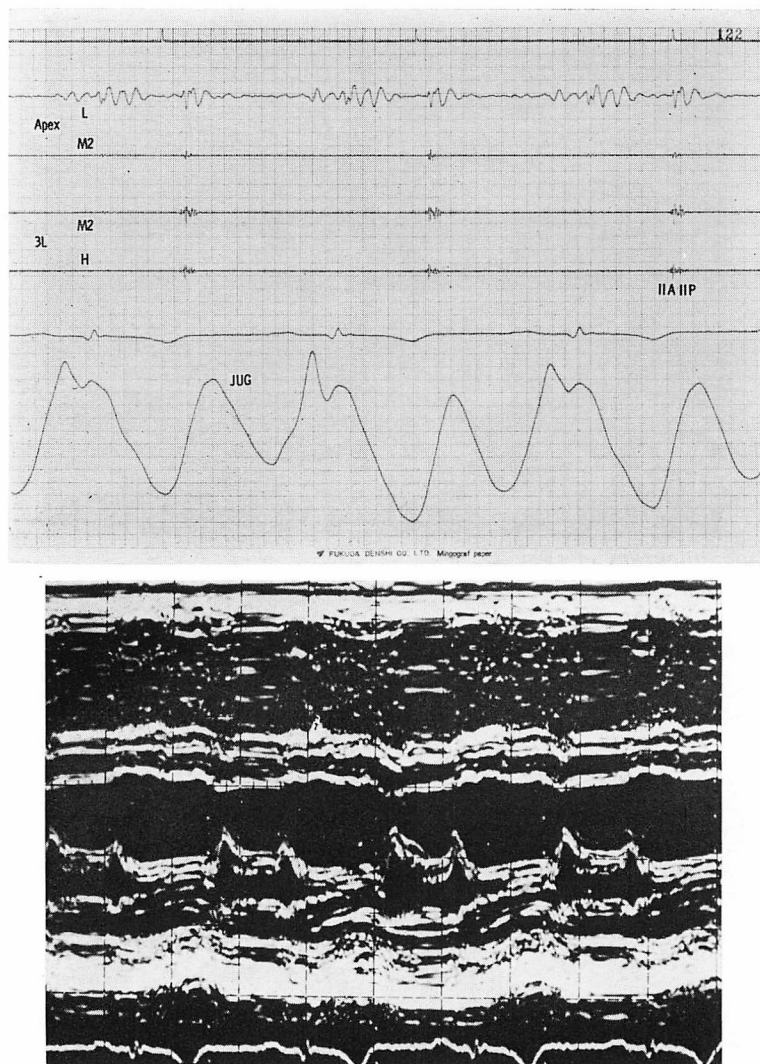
Phonocardiogram and echocardiogram of Case 3 (Aug. 19, 1978).
